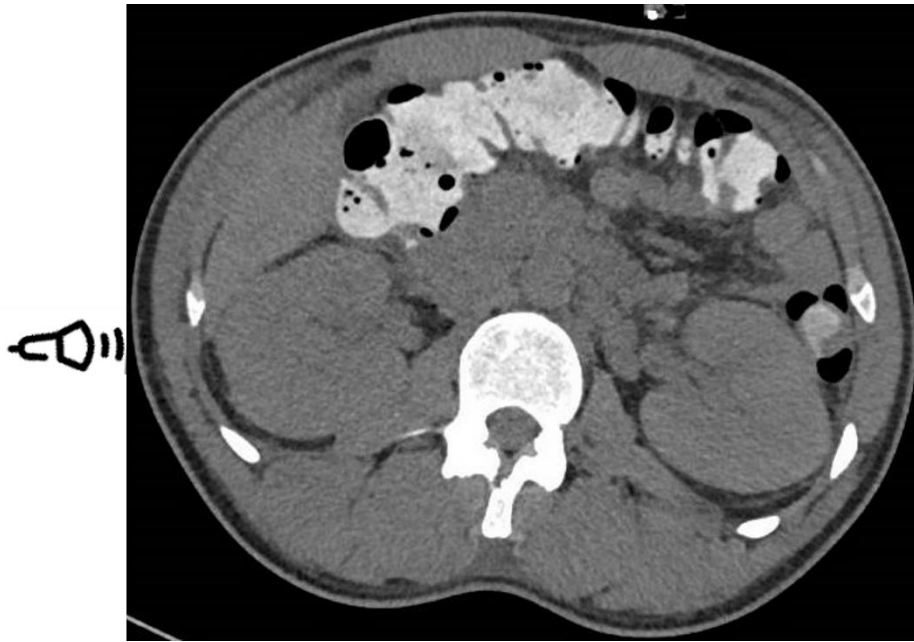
Positionnement de la sonde pour l'échographie des veines rénales interlobaires
